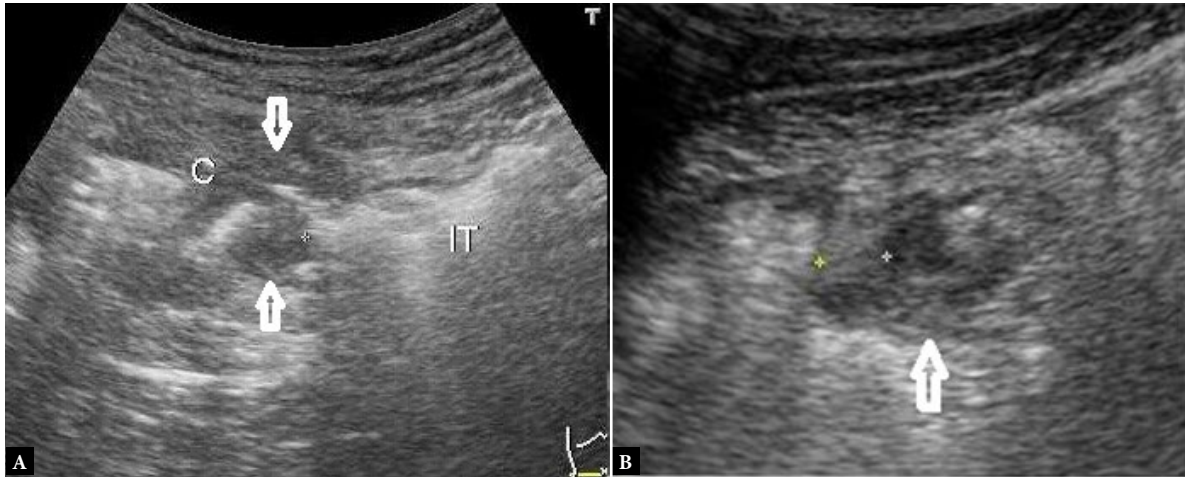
Nacieki zastawki krętniczo-kątniczej (M) przez gruczołakoraka. Po stronie prawej sonogramu dzielonego bezoar tworzący się przed zastawką krętniczo-kątniczą
